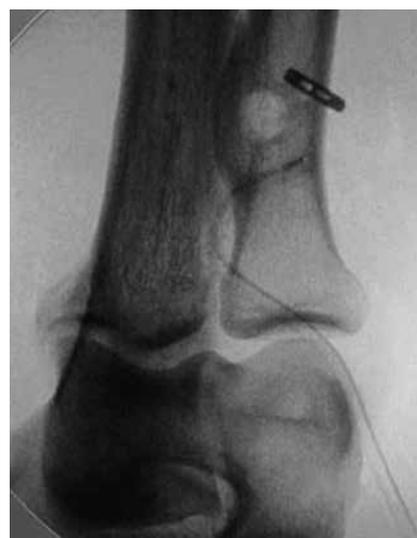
Röntgenkontrolle mit Bohrkanaal und Kortikalis-Button (Fa. Arthrex)
